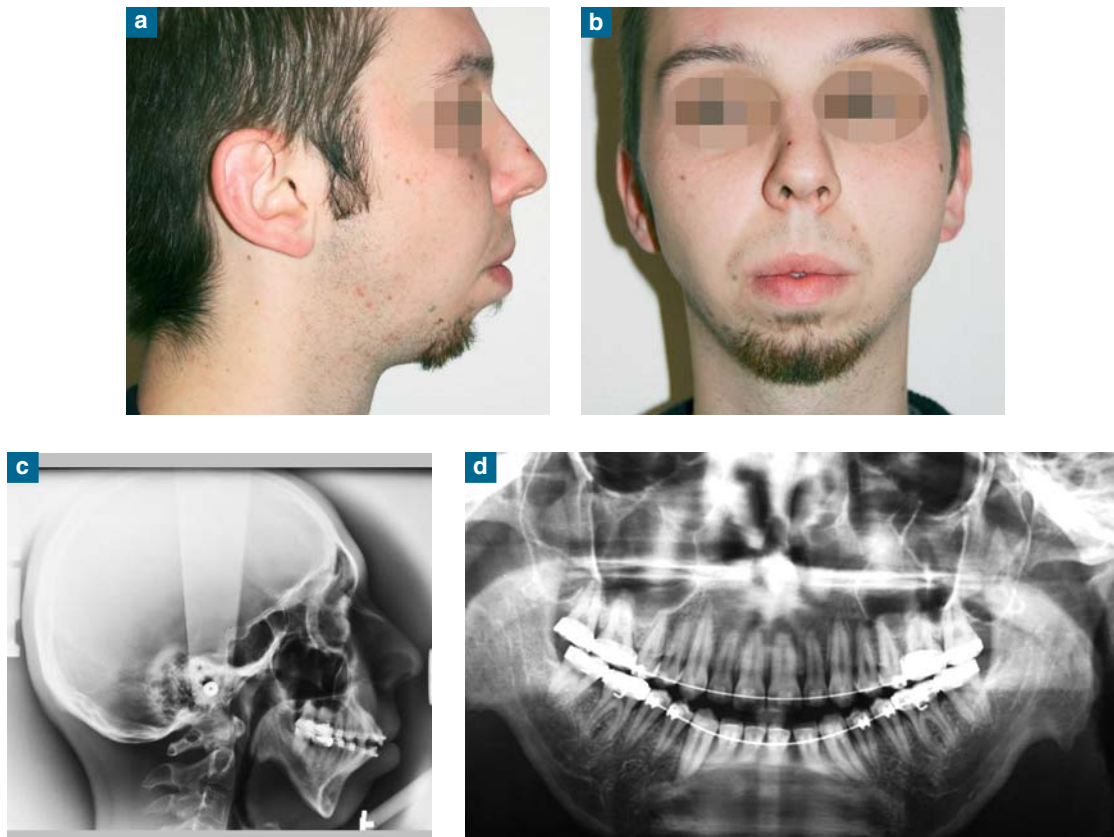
a-d : Prise en charge d'un cas d'hypocondylie bilatérale. Aspect clinique, panoramique dentaire et téléradiographie de profil en préopératoire. On note une très importante Classe II hyperdivergente avec une rétrusion de l'étage facial inférieur. L'hyperdivergence est confirmée par la téléradiographie de profil de même que la Classe II squelettique.
